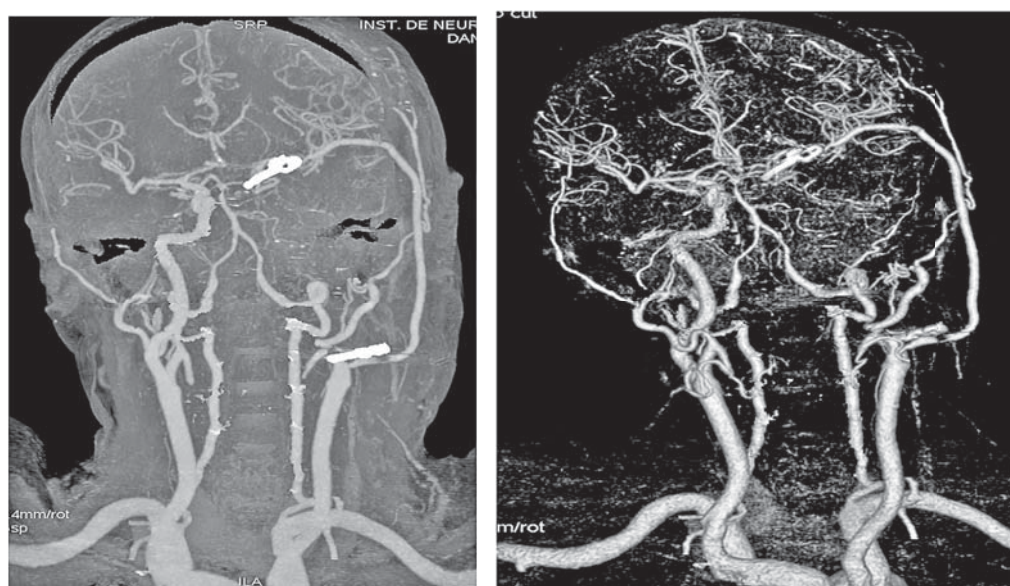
CT-angiografie postoperator ce demonstrează patenta bypass-ului.
